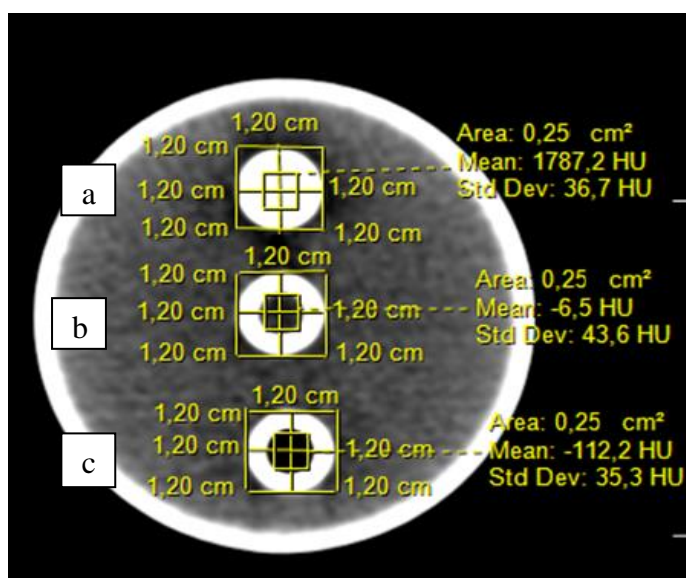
Imagem por tomografia computadorizada *multislice* em uma vista axial, com as médias de densidade para o gesso odontológico (a), água destilada (b) e óleo (c).
